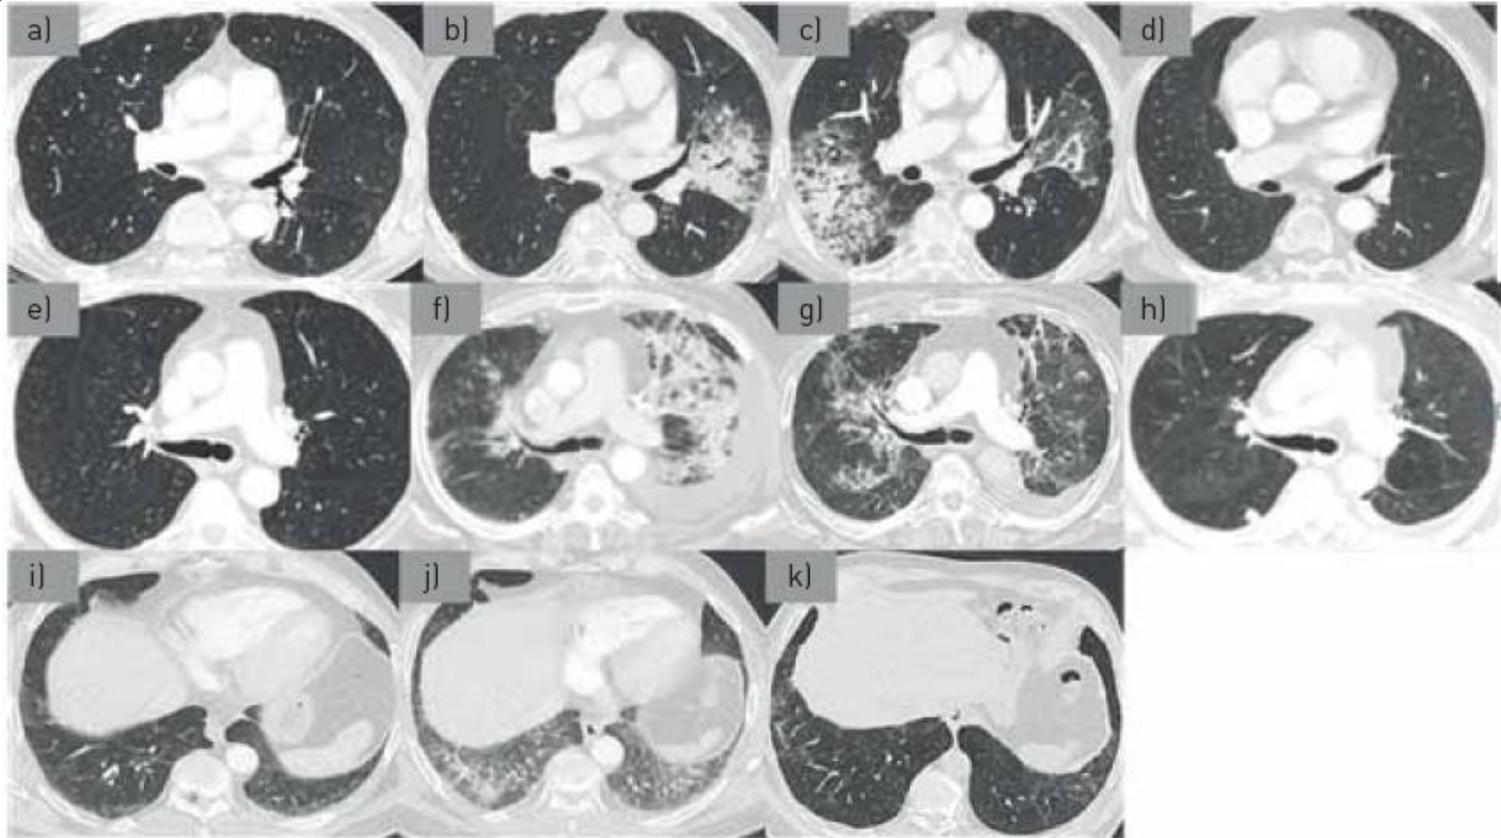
a) CT scan of patient number 1, before pembrolizumab; b) CT scan of patient number 1, after 11 pembrolizumab infusions; c) CT scan of patient number 1, after empiric antibiotics; d) CT scan of patient number 1, 3 months after corticosteroids were started; e) CT scan of patient number 2 before pembrolizumab; f) CT scan of patient number 2, after 4 pembrolizumab infusions; g) CT scan of patient number 2, 1 month after pembrolizumab was stopped; h) CT scan of patient number 2, 2 months after corticosteroids were started; i) CT scan of patient number 3, before pembrolizumab; j) CT scan of patient number 3, after 4 pembrolizumab infusions; k) CT scan of patient number 3, 2 months after pembrolizumab was stopped.
